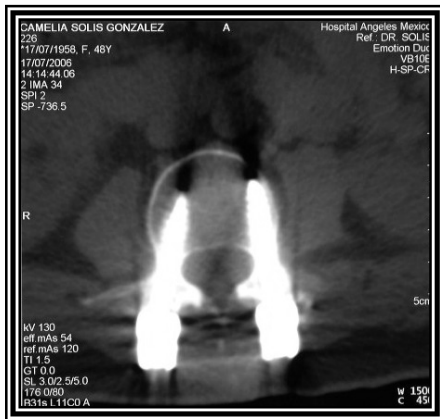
Tomografía axial computada de región lumbosacra con cortes específicos a pedículo, en donde se observa la adecuada colocación de los tornillos transpediculares así como de las cajas intersomáticas.
